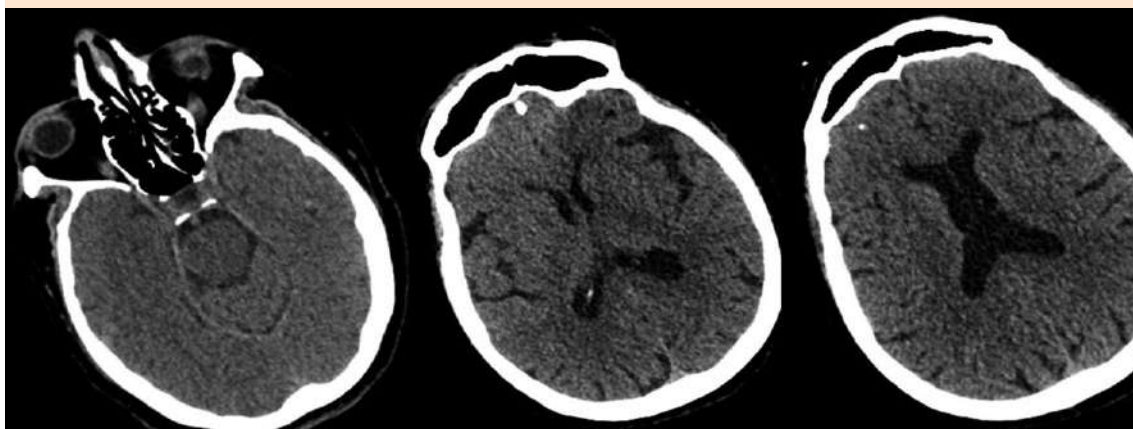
Tomografía axial computada sin alteraciones.
